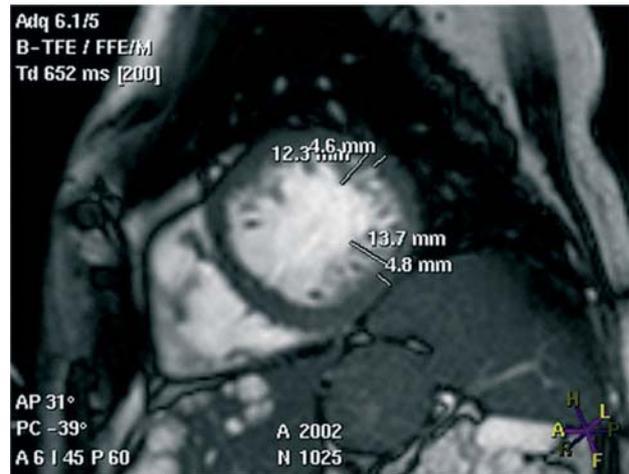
Plano eje corto de resonancia magnética en el que se ve las dos capas del miocardio, con una relación entre ellas > 2,3 en diástole.
